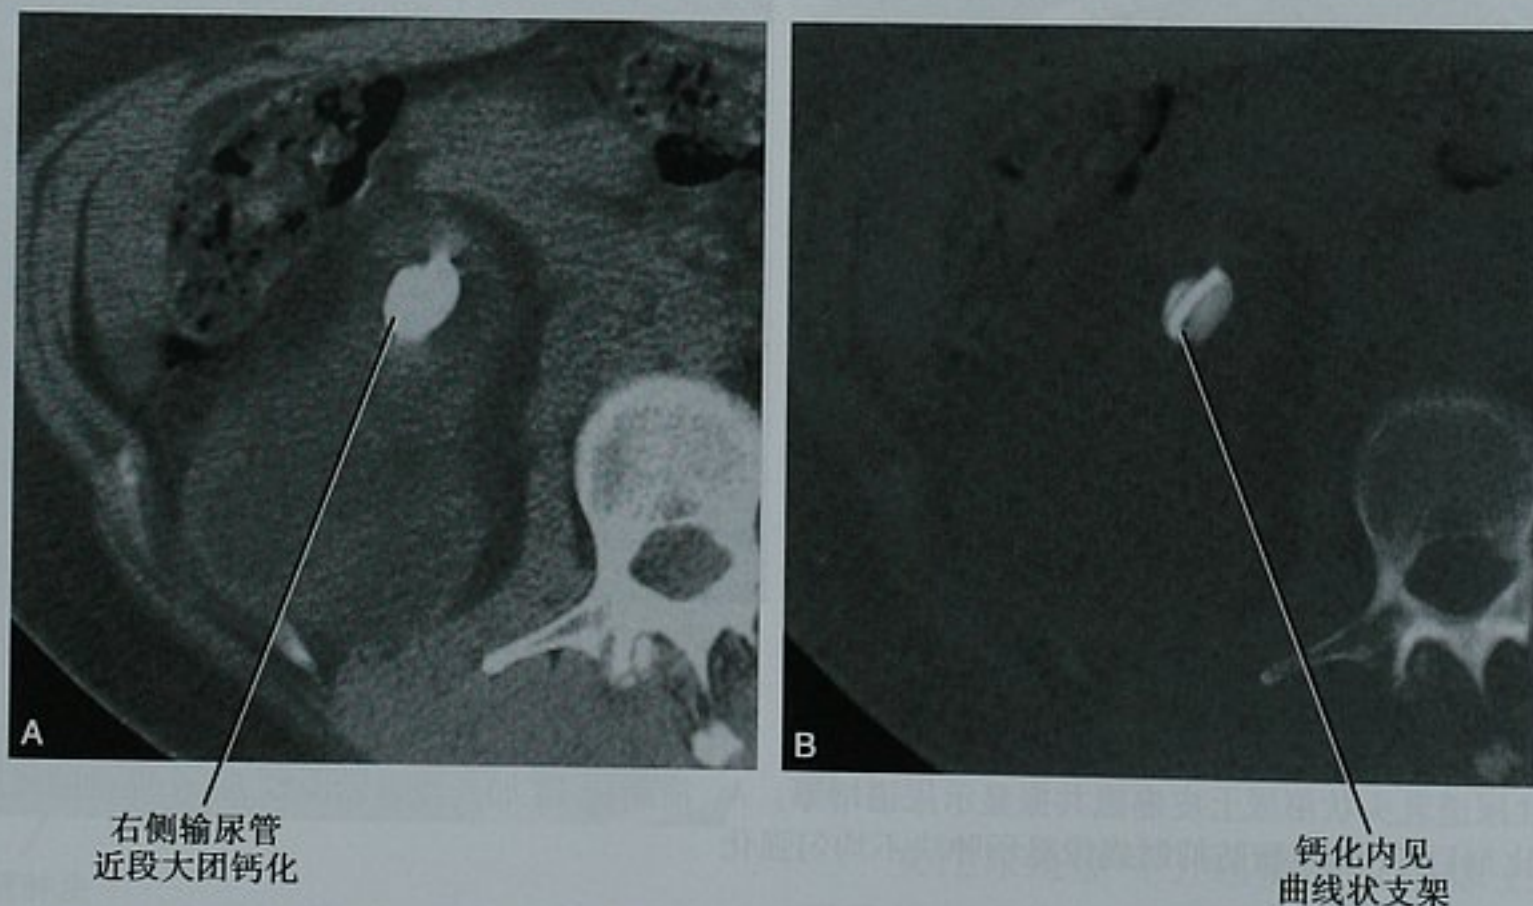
调整窗宽/窗位来观察支架包裹。A. 标准软组织窗观察右肾和近段输尿管非对比增强 CT 横断位图像显示右侧输尿管近段大团钙化;B. 骨窗显示的同一图像可鉴别钙化和支架。包裹导致支架功能丧失以及右肾慢性梗阻
